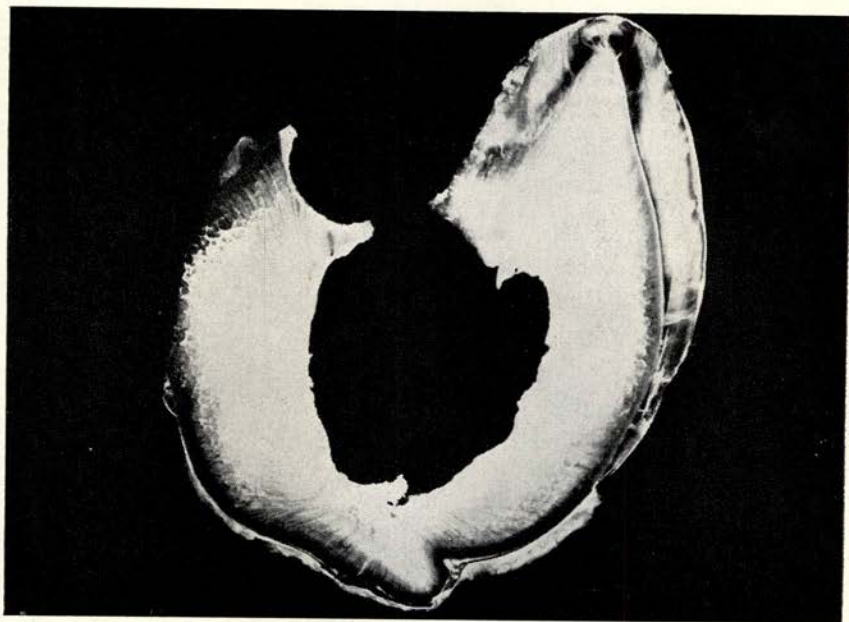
Yvonne; röntgen-foto (5 jaar), grote pulpaholten.
